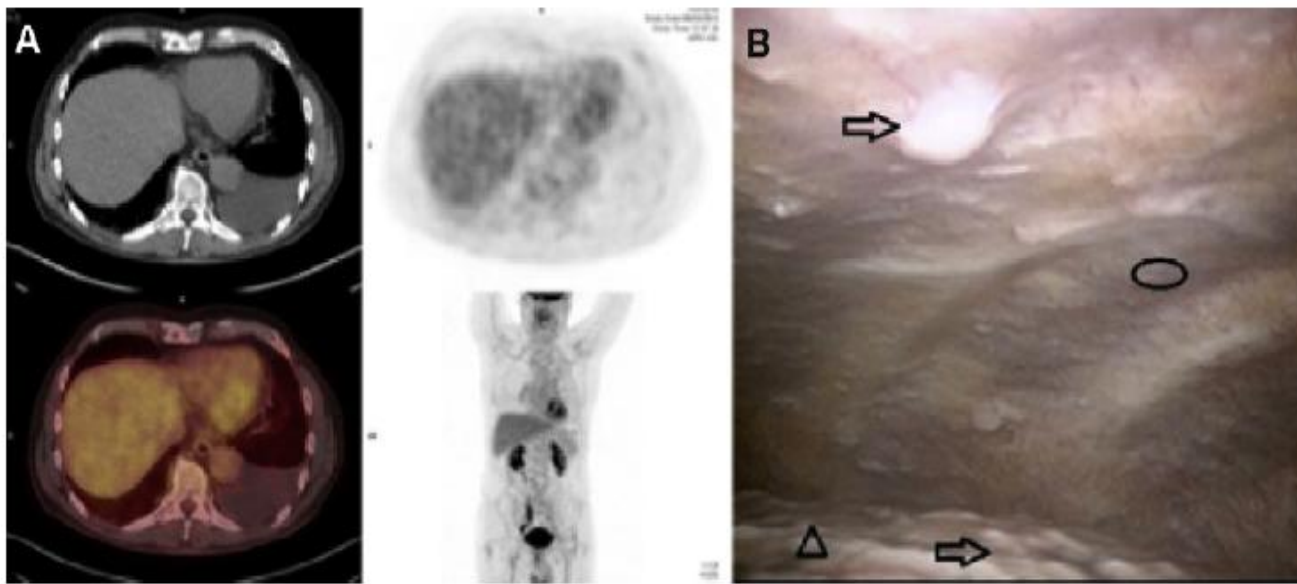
Case 2. (A) Negative 18-FDG-PET/CT scan of the chest with no tracer uptake (same PET/CT protocol – PBGC: 0.89 g/l – 18F-FDG: 280 MBq). (B) Thoracoscopic view: ⇨, malignant nodules; Δ, lung; ○, posterior parietal pleura.
